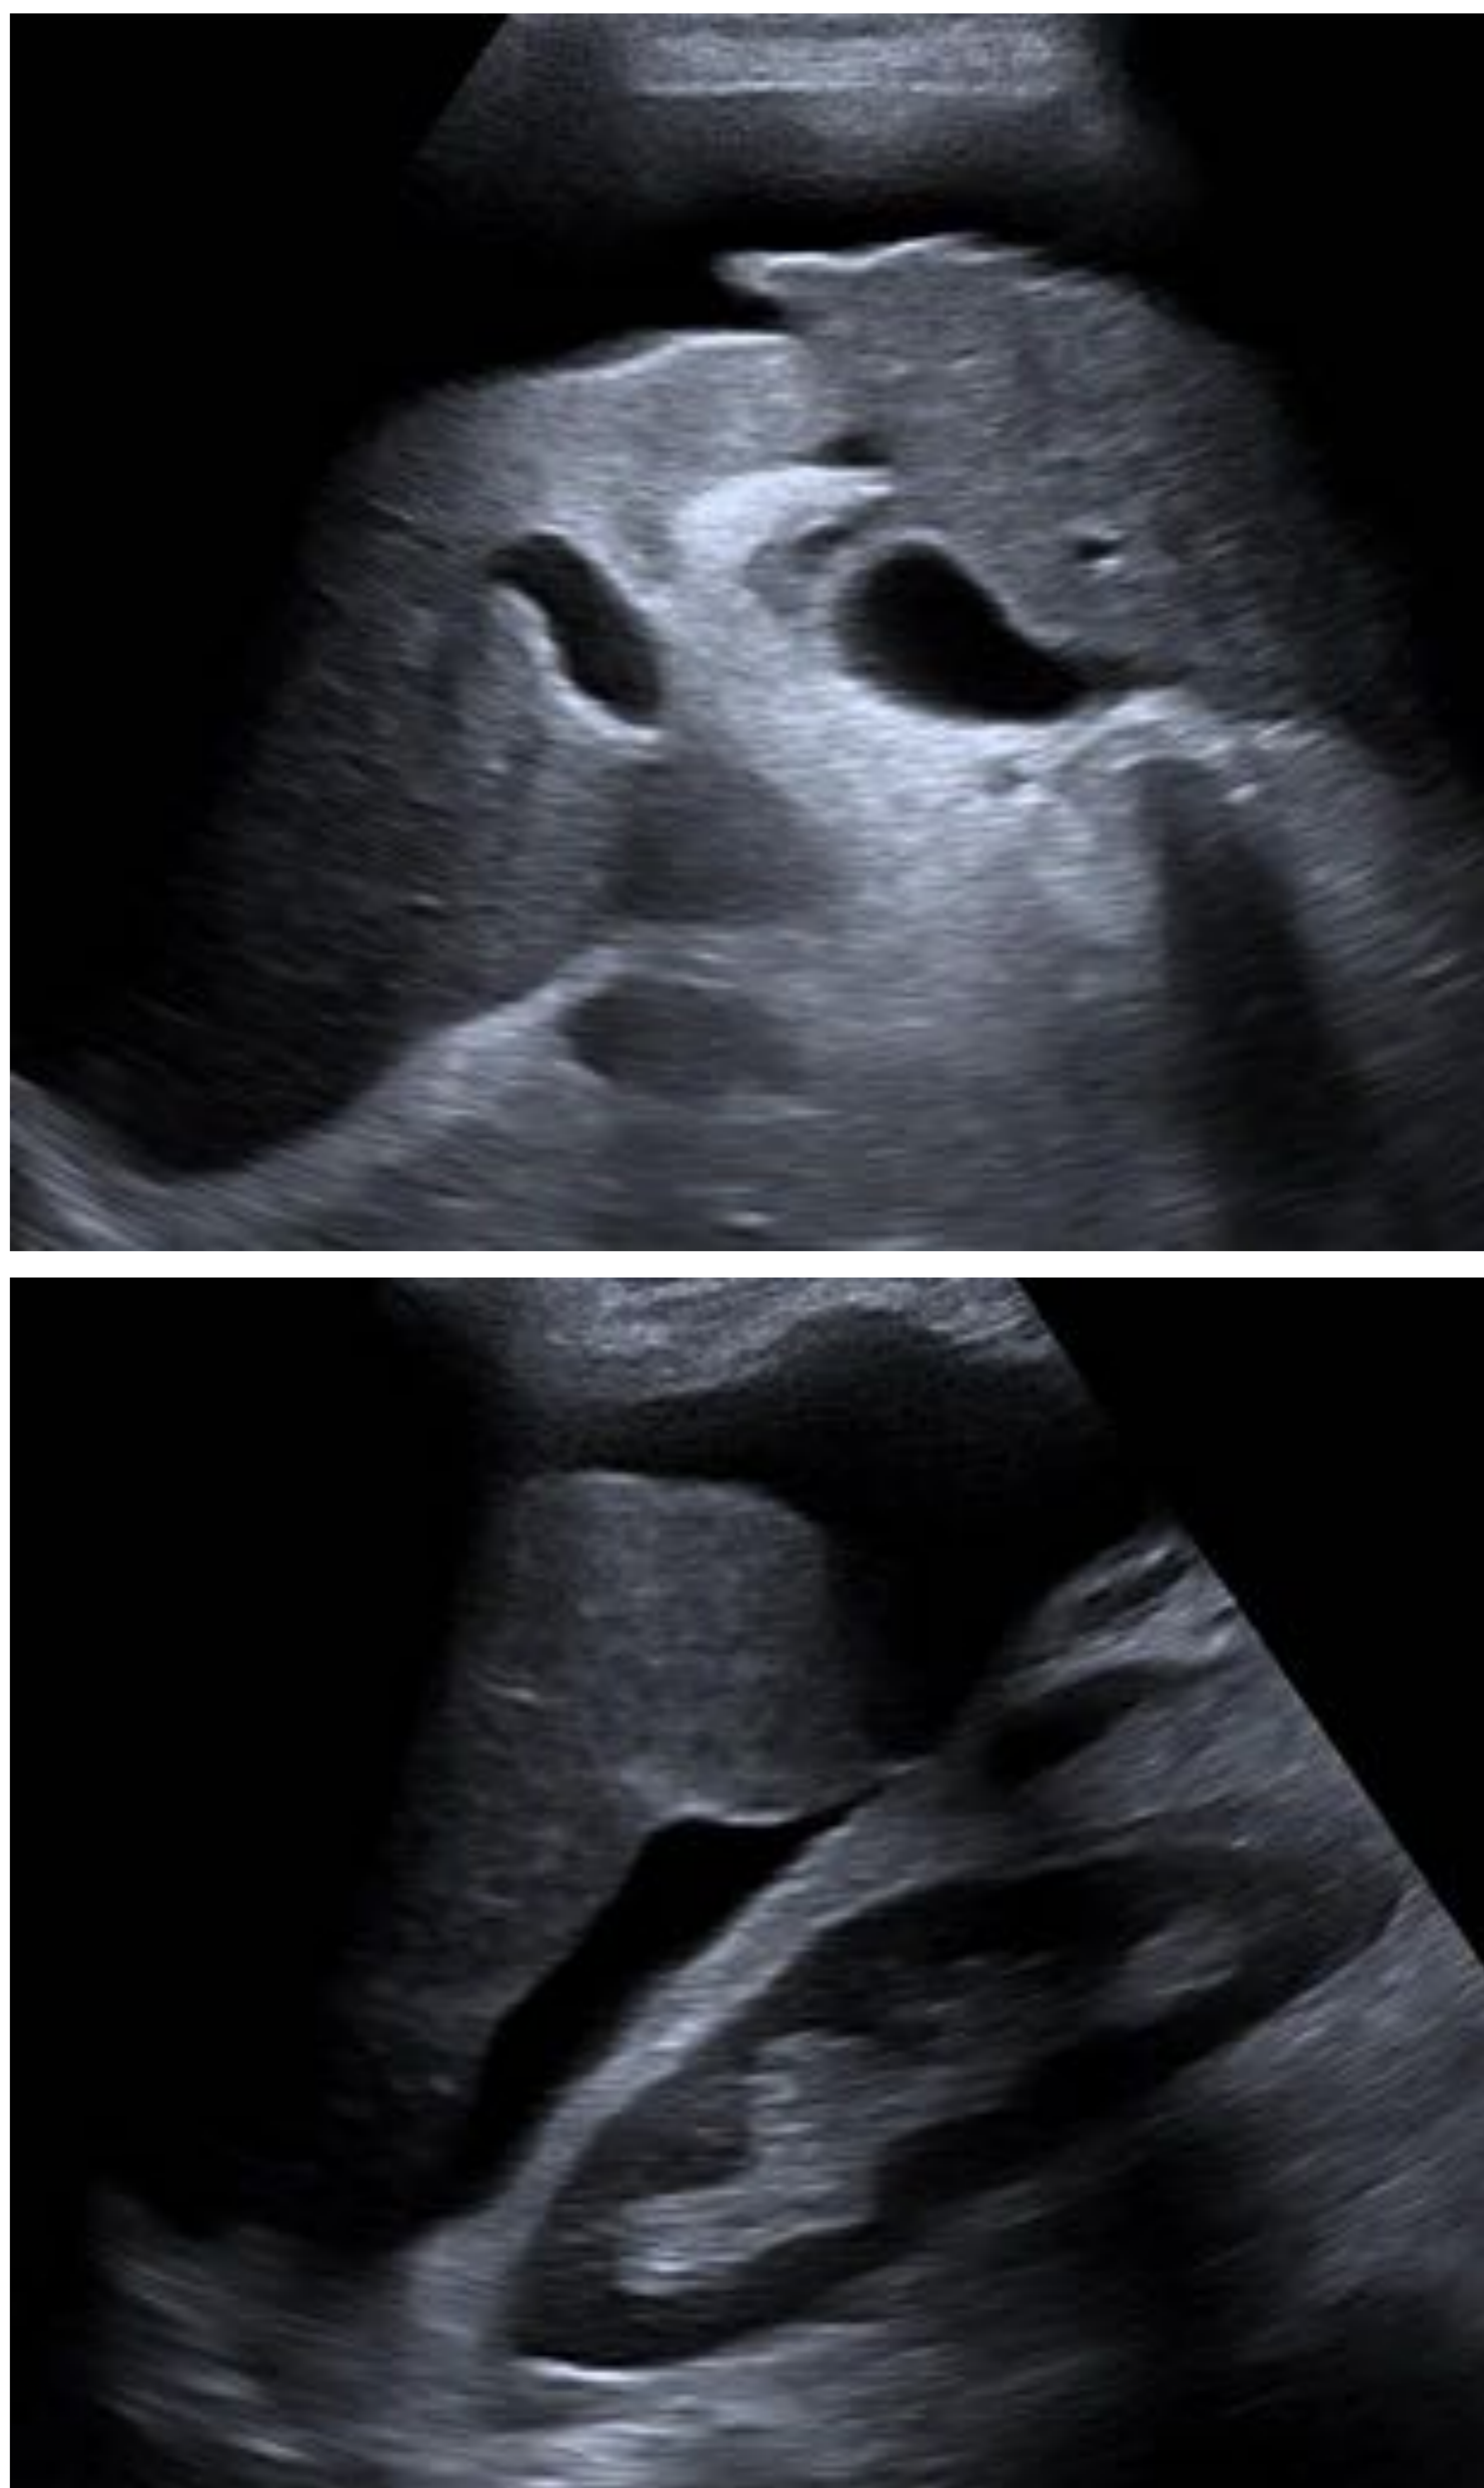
Ecografía abdominal en paciente con HTP que muestra una vena esplénica de diámetro NORMAL. Se debe utilizar una orientación transversal en la región epigástrica y medir como mínimo a 1-2cm de la confluencia espleno-portal. Radiología, HUMT – Barcelona.*
